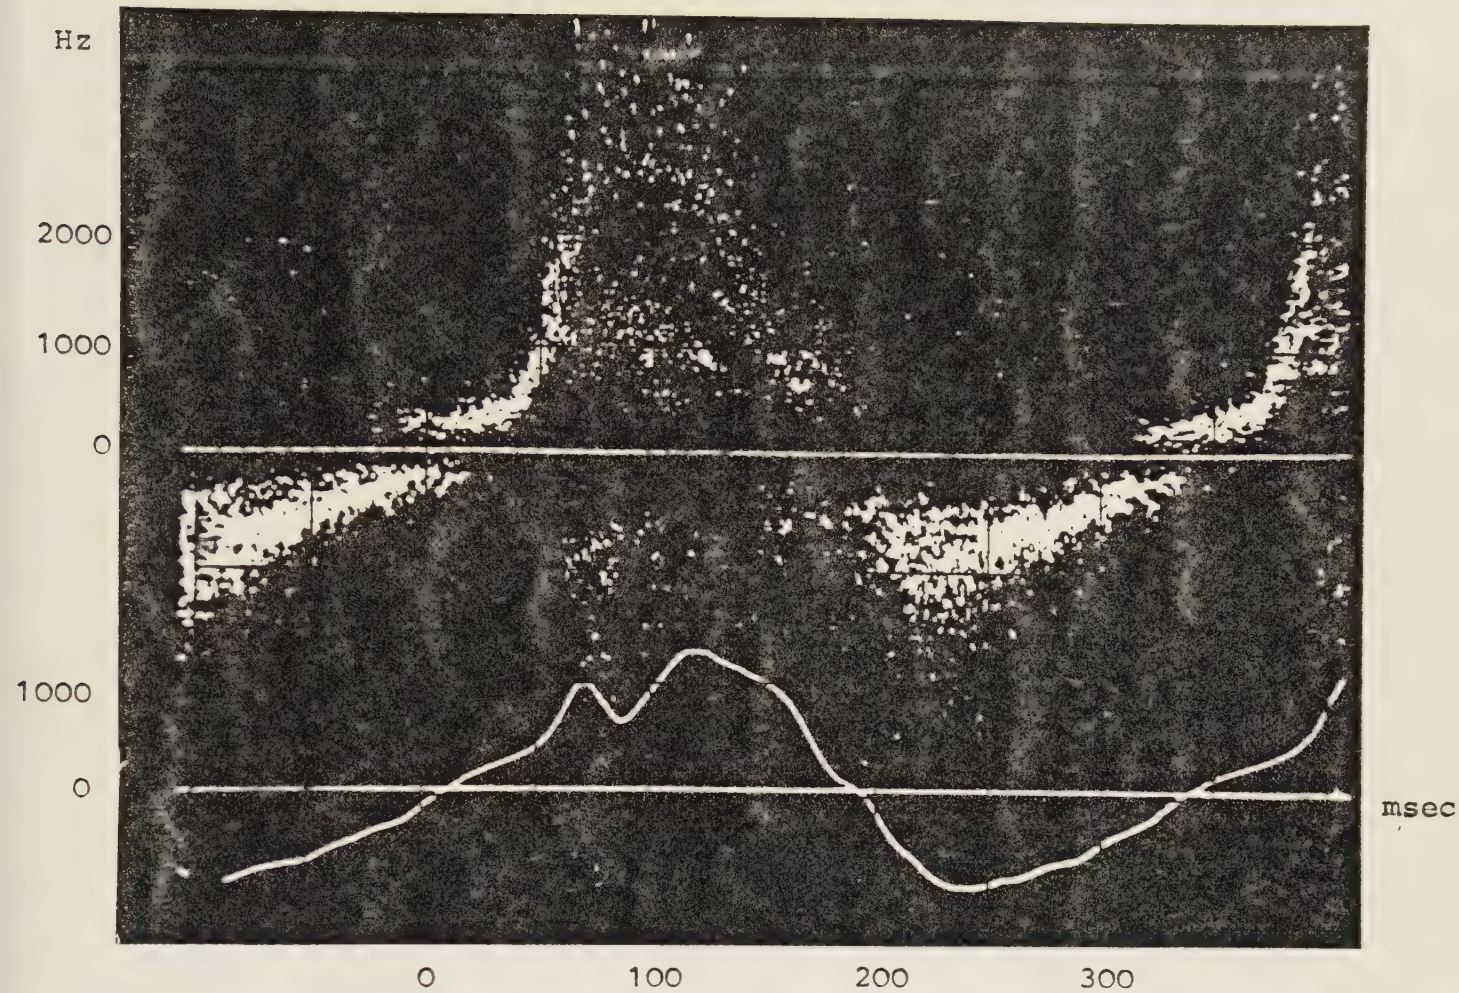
Doppler- und Velogrammkurven
